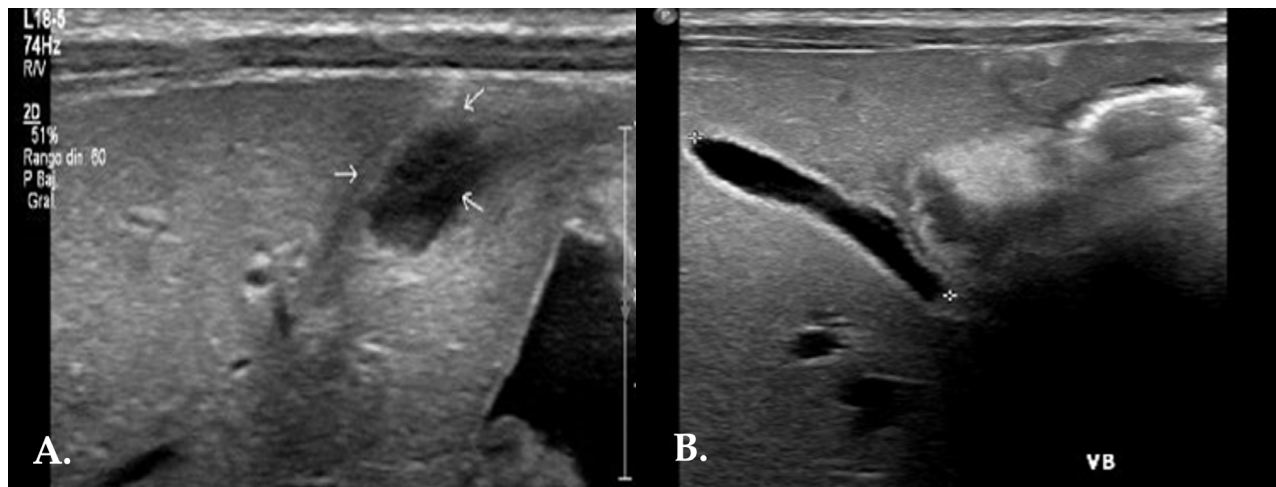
Ecografía Doppler del eje esplenoportal: A) Presencia de lesión focal heterogénea de predominio anecoico y periferia con mayor ecogenicidad, localizada en rama izquierda de vena porta $88 \times 3.5 \times 5.5$ mm en ejes mayores para un volumen estimado 0.8 cc, Vena porta mide 4.5 mm a nivel del hilio hepático. B) Vesícula diámetro normal sin dilatación de las vías biliares.
